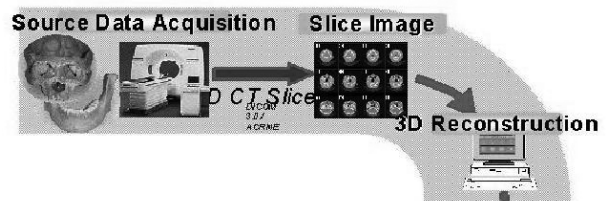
Sequence of computer processing of 3D CT scan data.
